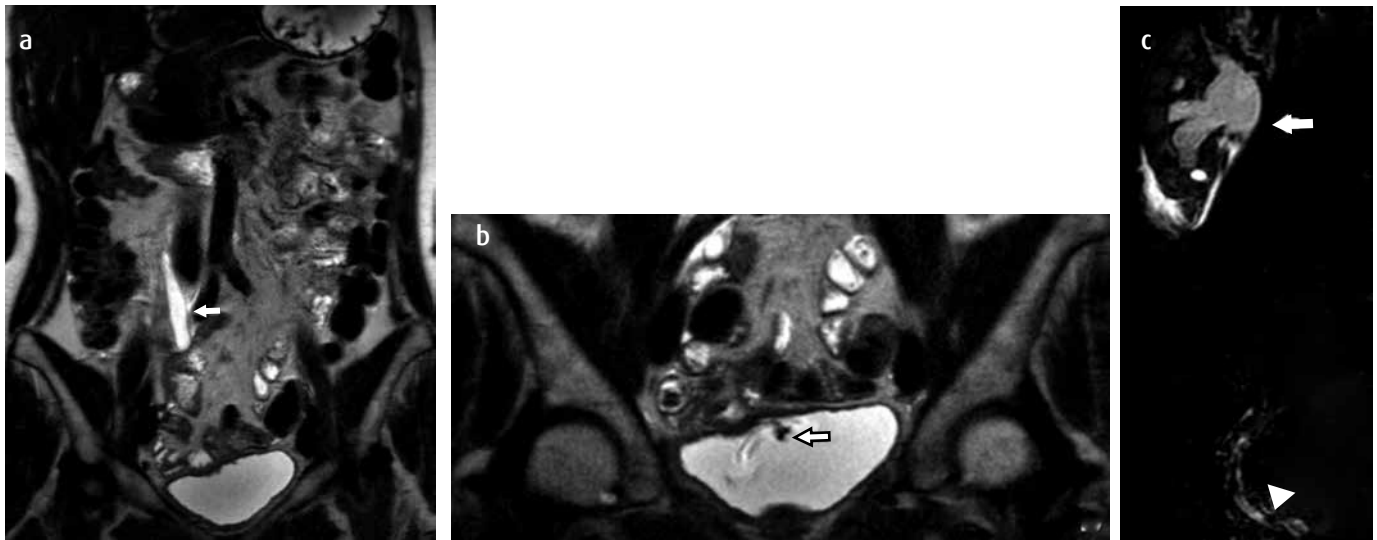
Urolitiasis distal en una mujer con dolor en la fosa iliaca derecha y sospecha de apendicitis. Urografía por RM en cortes coronales potenciados en T2, a) abdomen y pelvis; b) vejiga. Existe dilatación del uréter derecho con pérdida de la estenosis fisiológica en el cruce de los vasos iliacos (flecha en a). Se observa protrusión de la mucosa ureteral en la pared lateral derecha de la vejiga, secundaria a la obstrucción por el cálculo (flecha en b). c) Reconstrucción 3D, de la misma paciente, que demuestra hidroureteronefrosis derecha (flecha), con líquido perirrenal secundario a la nefropatía obstructiva y un defecto de llenamiento en el tercio distal del uréter correspondiente a un cálculo (cabeza de flecha).
